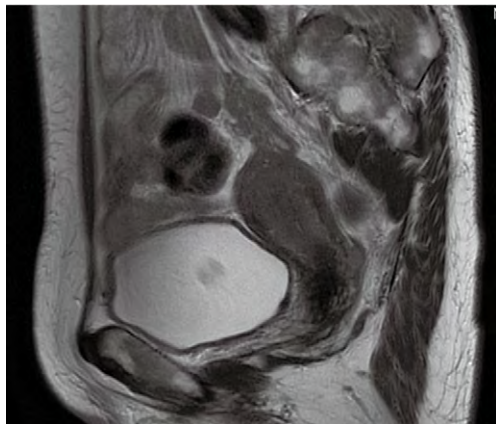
MRI (T2-weighted image)
